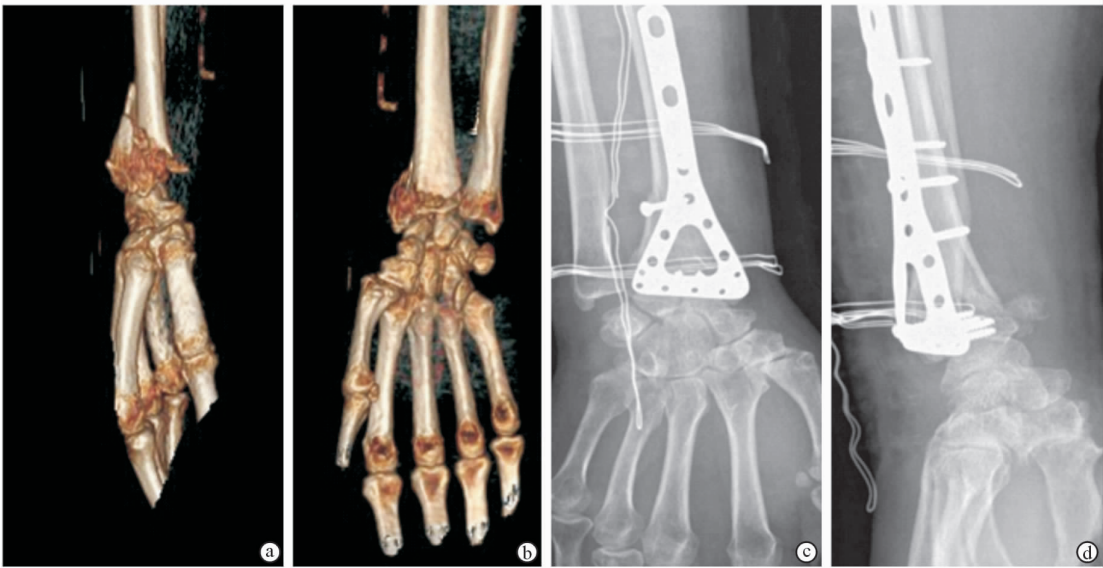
病例 2 影像学资料 a. 术前侧位三维 CT 重建影像 b. 术前正位三维 CT 重建影像 c. 术后正位 X 线片 d. 术后侧位 X 线片
